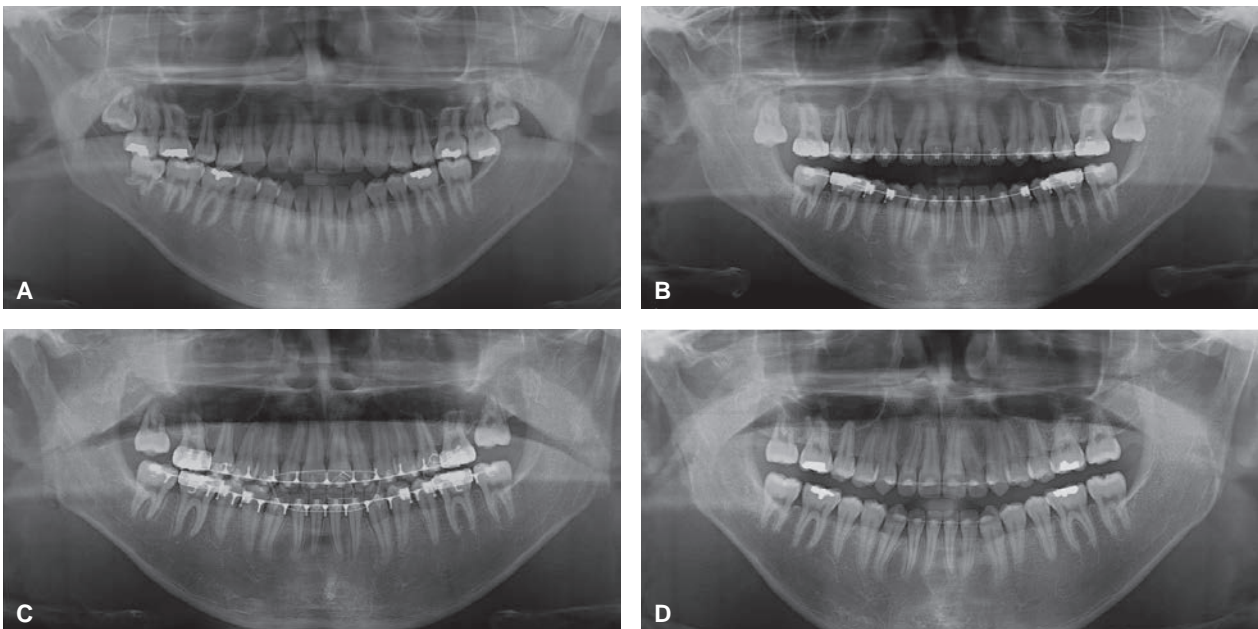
Panoramic radiographs. A, Initial, B, 6 months after treatment, C, 8 months after treatment, D, At the end of treatment.
